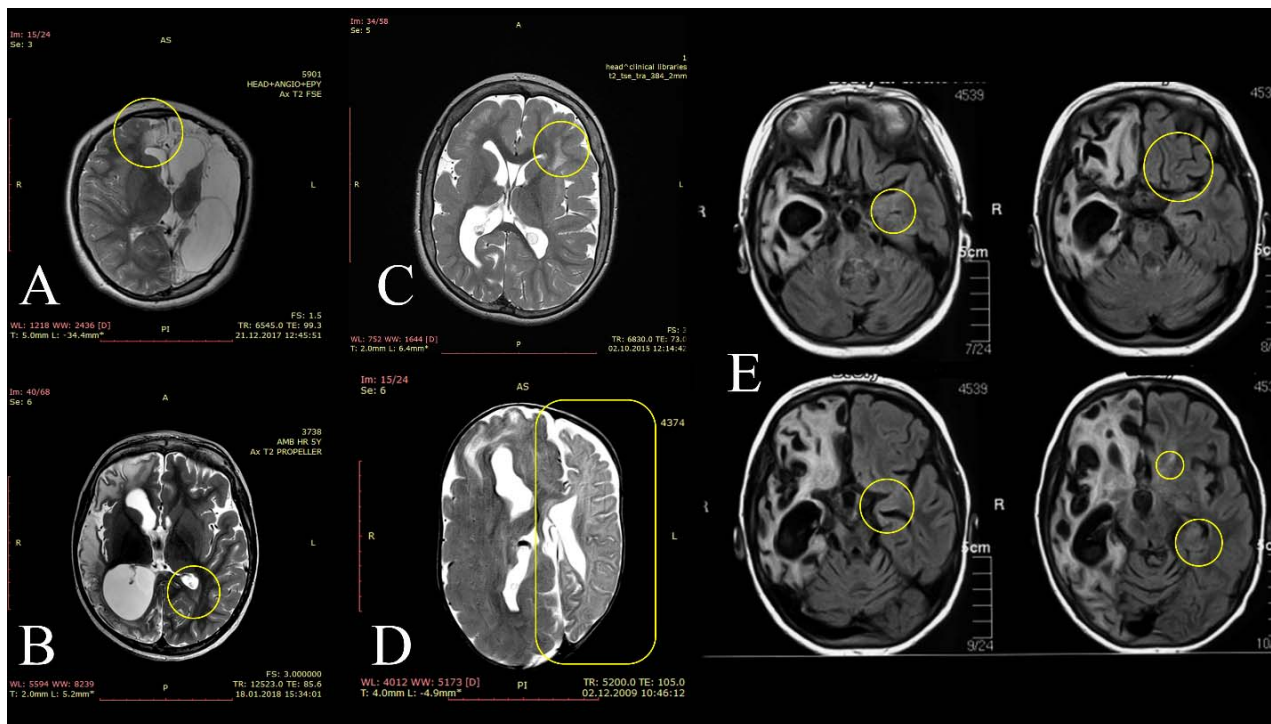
Томограммы пациентов с потенциально эпилептогенными изменениями в контралатеральном полушарии (выделены цветом). А – Очаг глиоза в правой лобной доле. В, С – Субэпендимарные очаги. D – Атрофия контралатерального полушария. E – Очаги демиелинизации
